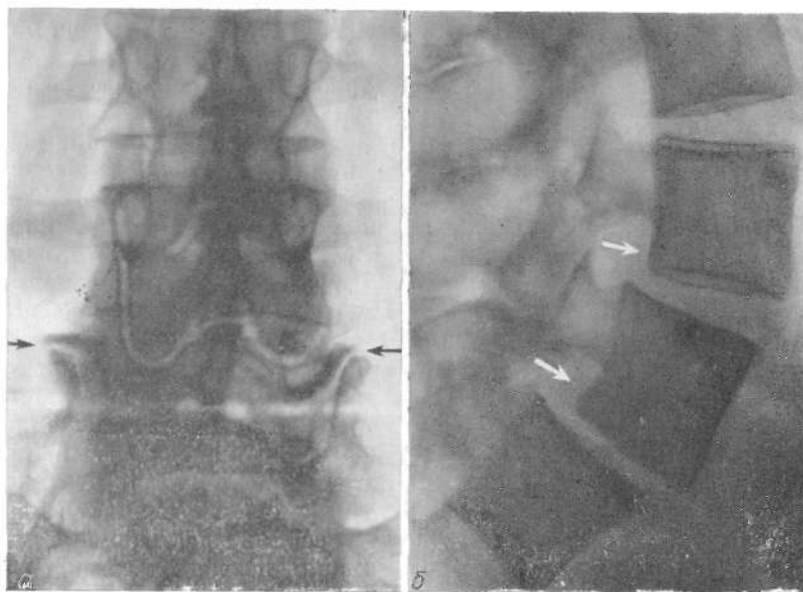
Рентгенограмма. Резко выраженная деформация суставных отростков в сочленении L_4-L_5 .
